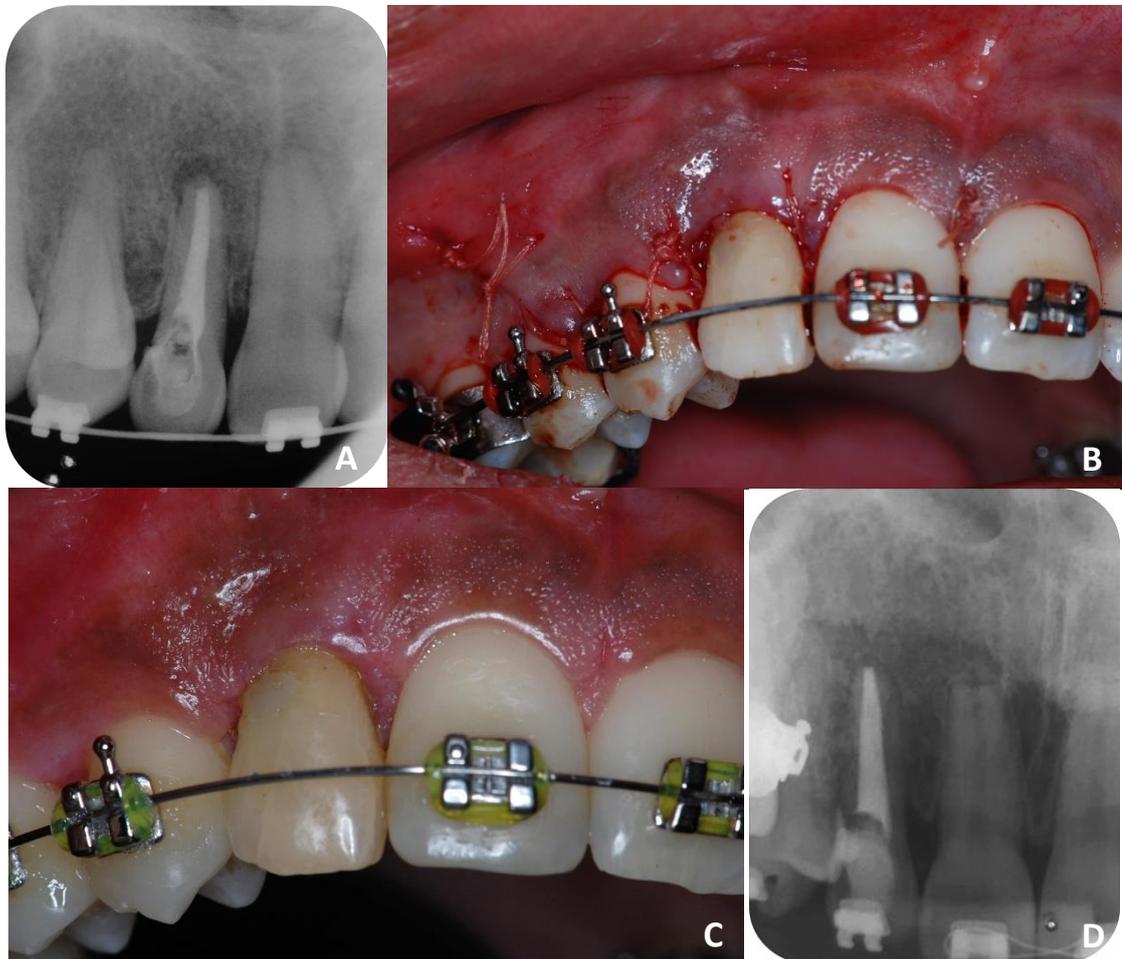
Trans e pós-operatório do dente 12 sob relatos de ausência de sintomatologia dolorosa pelo paciente em todos os períodos de acompanhamento. A) Radiografia periapical transoperatória confirmando o preenchimento de todo o canal radicular com material obturador; B) Exame intraoral imediato pós-sutura do retalho; C) Exame intraoral pós três semanas demonstrando cicatrização satisfatória dos tecidos mucogengivais; D) Radiografia periapical pós 4 anos de tratamento evidenciando regressão da lesão periapical.
